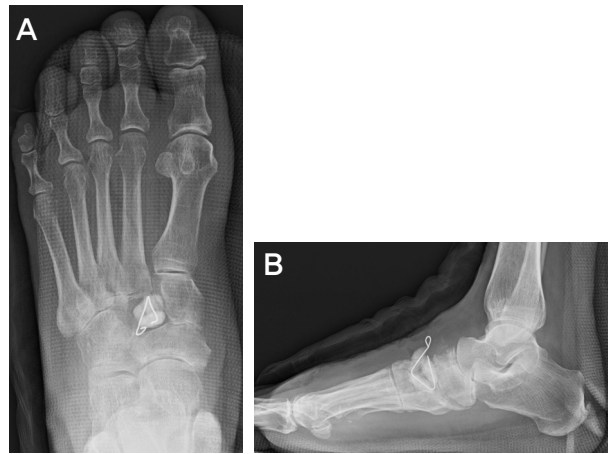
Postoperative radiographs (A, B) after sequestrectomy show insertion of antibiotic cement beads in the cuneiform.
